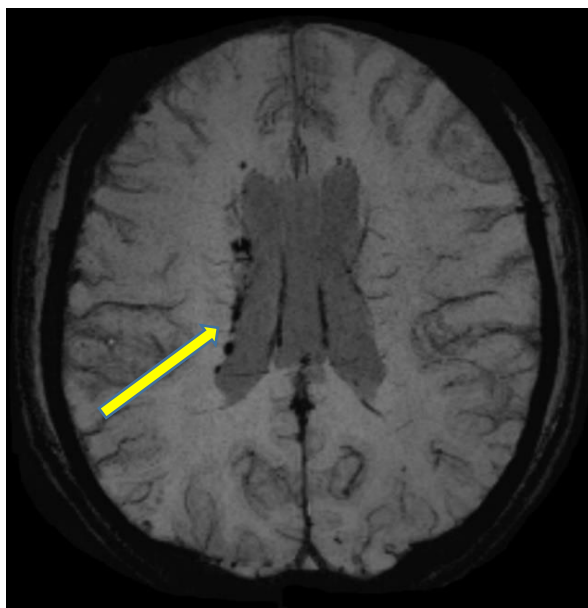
Пациент Е., 18 лет, ушиб головного мозга легкой степени тяжести, спортивная травма. МРТ-картина через 3 дня после травмы, SWI. Установленный ранее диагноз сотрясения головного мозга был пересмотрен после получения результатов протокола SWI. Клиническая картина представлена явлениями астении, вегетативной лабильностью, головной болью. Стрелками указаны очаги микрогеморрагий, расположенные паравентрикулярно левому боковому желудочку.
